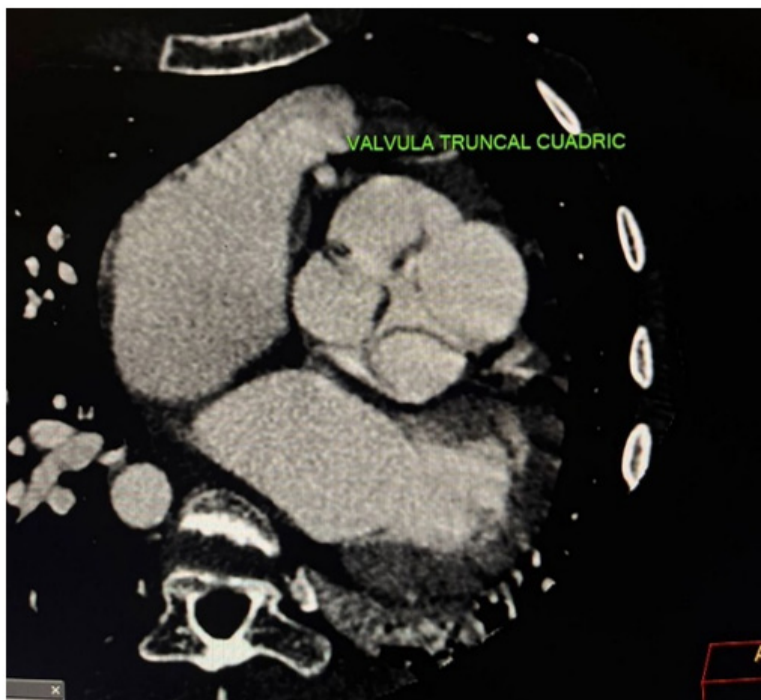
Tomografía cardíaca. Válvula truncal cuádruple
